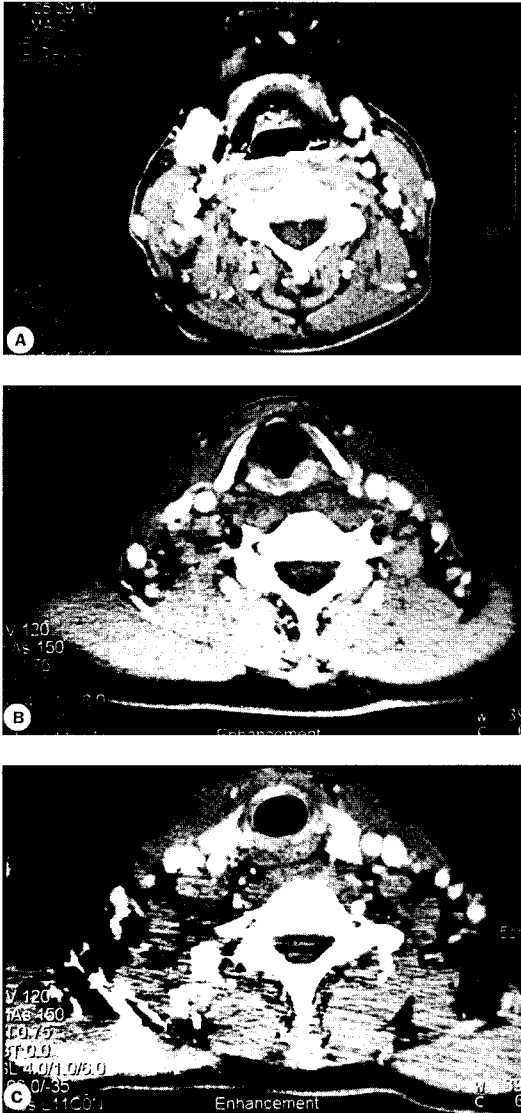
Postoperative(24th day) axial CT scan shows much decreased soft tissue lesion in retropharyngeal space. A : Hyoid bone level, B : Vocal cord level, C : Thyroid gland level.
